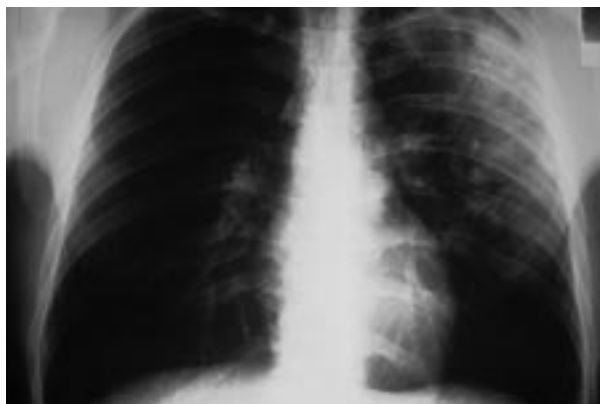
Tuberculosis pulmonar posprimaria exudativa. Una radiografía posteroanterior de tórax revela opacidades inhomogéneas en la porción axilar del lóbulo superior izquierdo. El cultivo de esputo demostró la presencia de *M. tuberculosis*.
